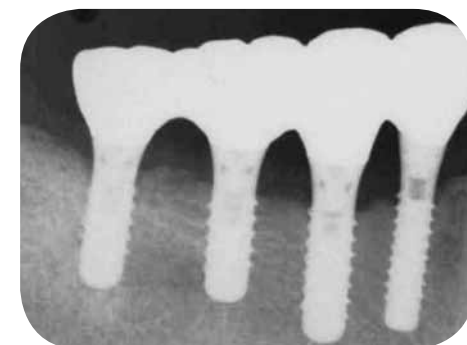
6 部術後5年のX線写真により、インプラントの近遠心の骨が明瞭化し、周囲骨のリモデリングが認められた。CT写真で皮質骨がさらに明瞭化したことが認められる。安定した予後が得られ、再生治療が有効であることが確認できた
